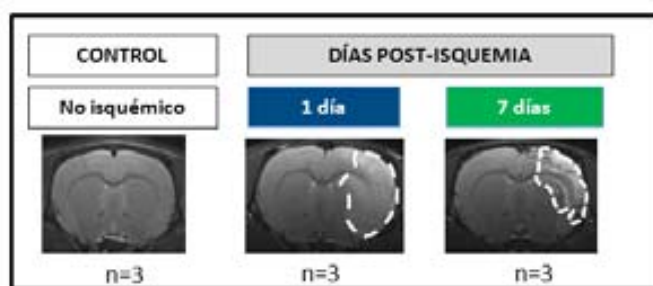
IRM in vivo ponderada en T₂ (TR/TE = 4200/36 ms) en el plano axial del cerebro de una de las ratas utilizadas en este estudio, adquiridas a 7T. La línea blanca muestra el tamaño de daño a un 1 día y 7 días post isquemia. Cortesía de Elena Jiménez.
